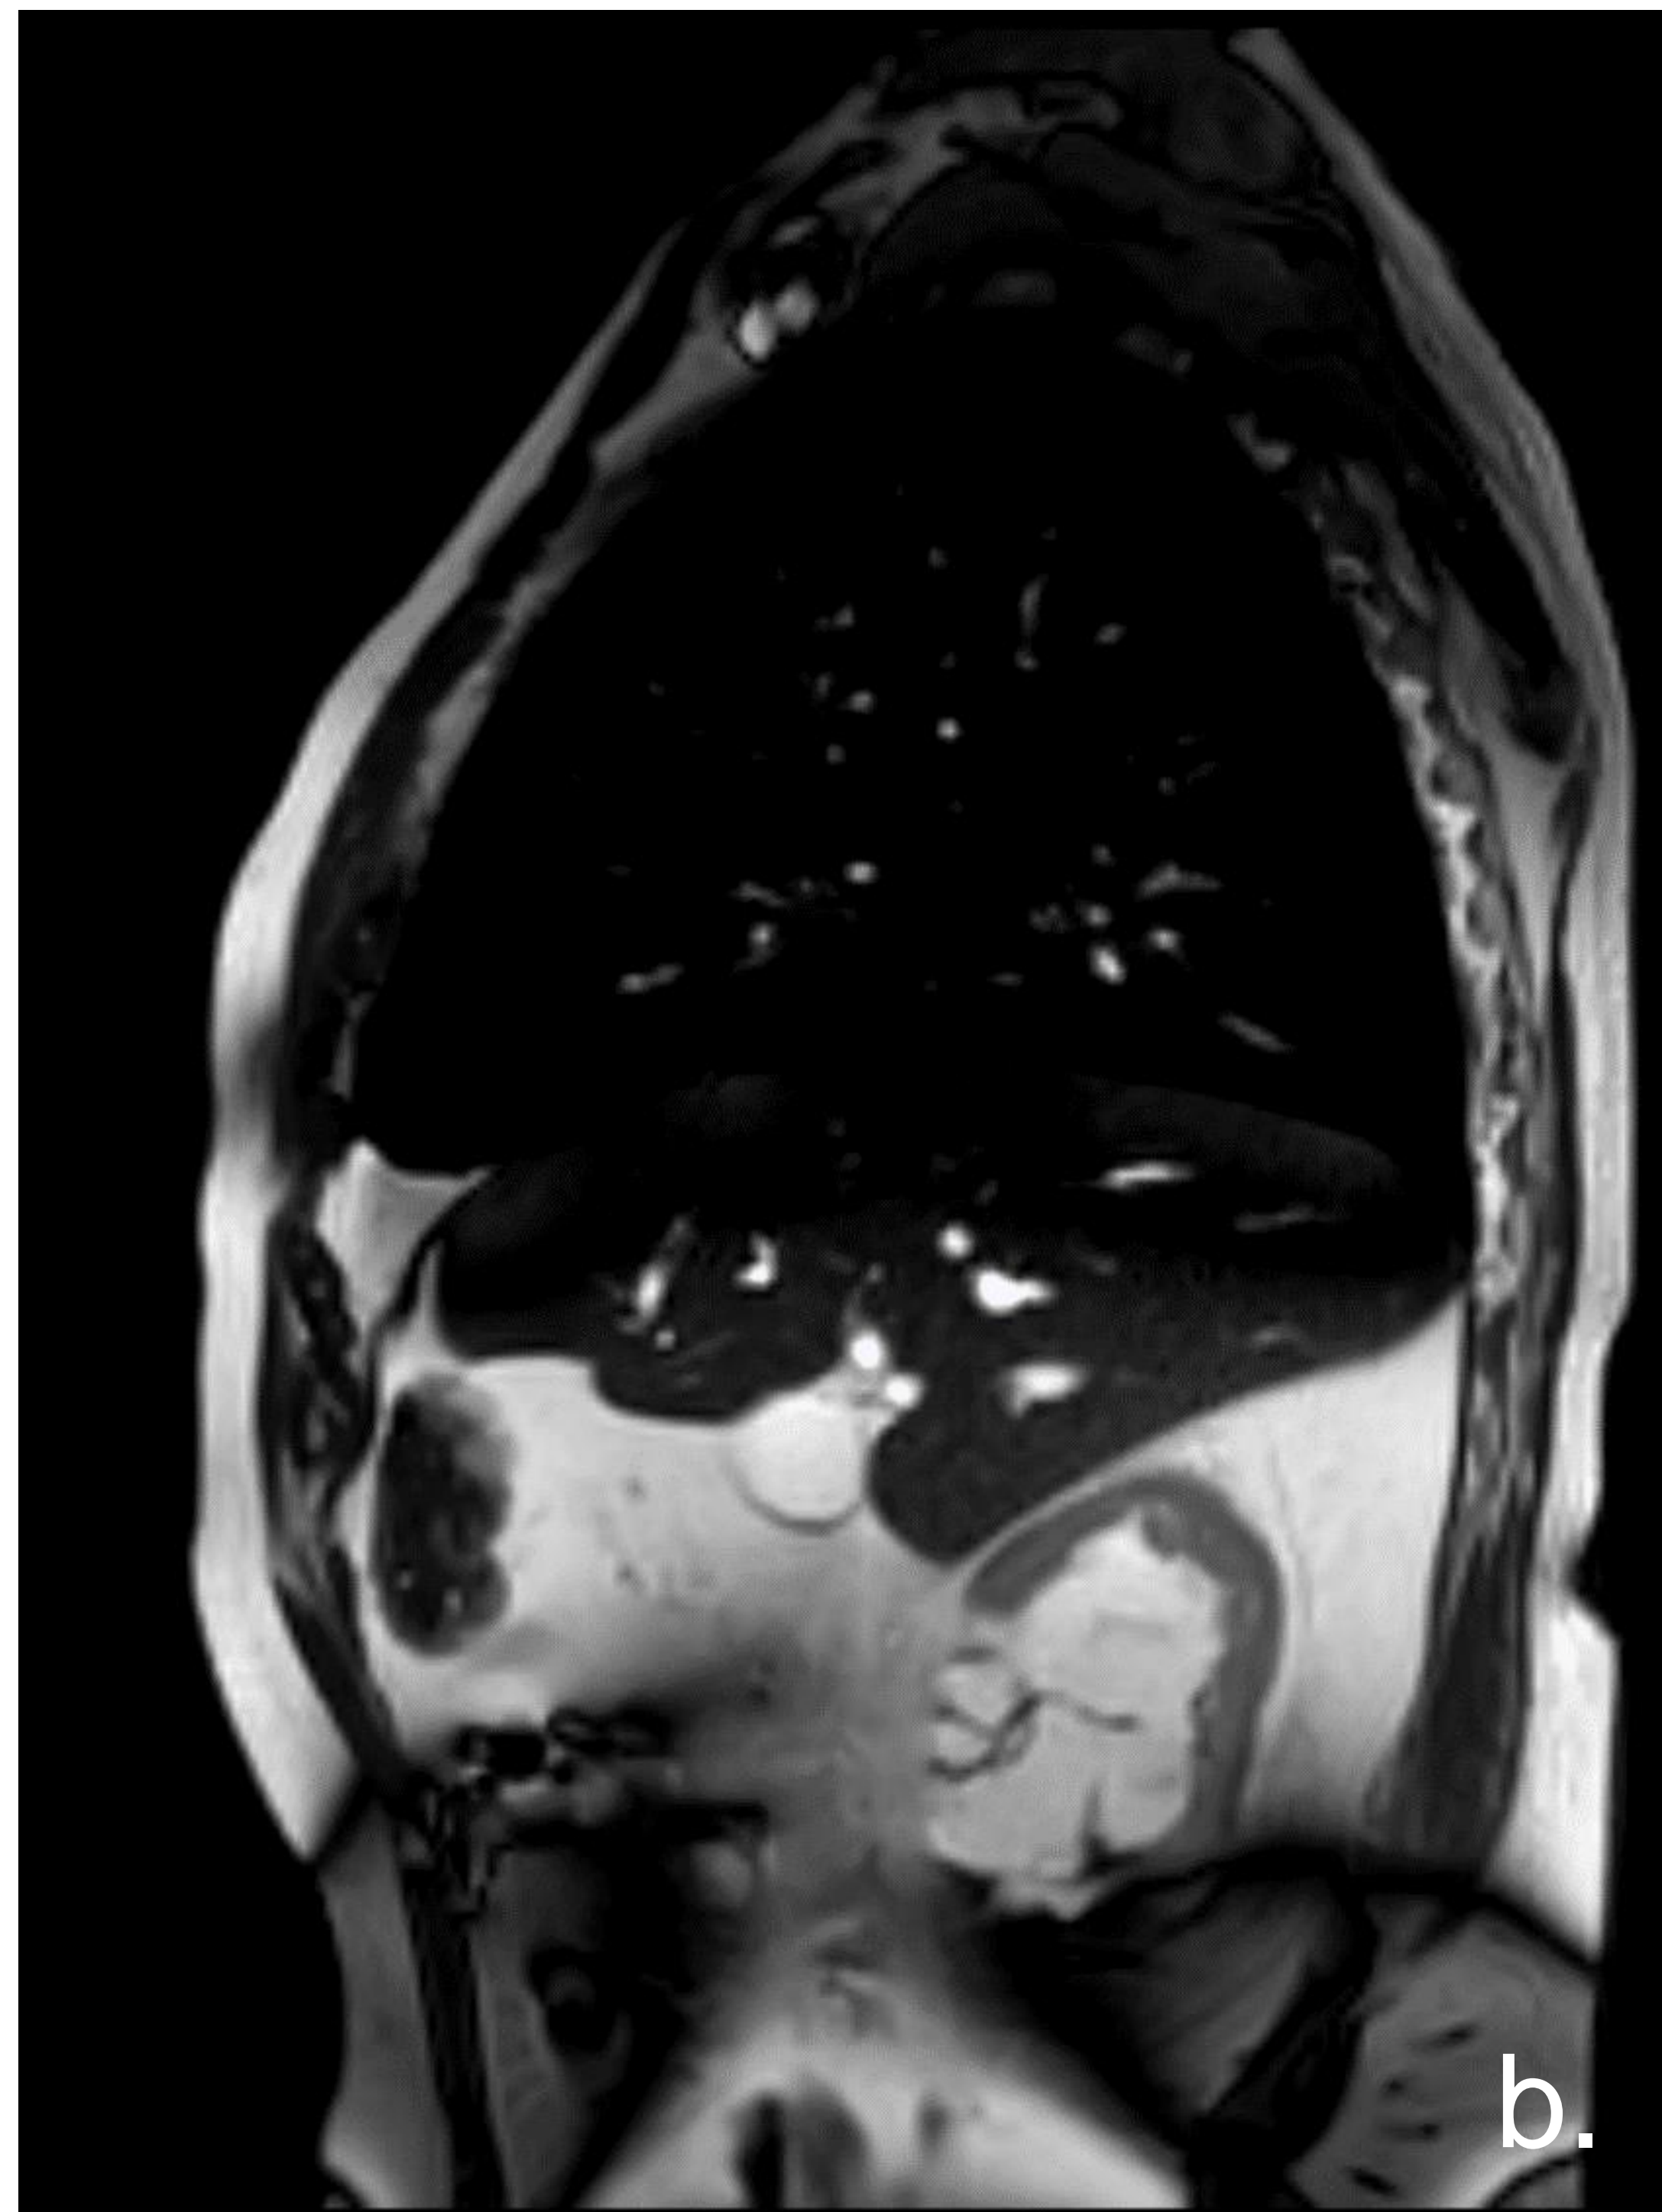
Imágenes coronal y sagital de sangre blanca ( a,b ) que demuestran una entidad quística en ambas pelvis renales ( flechas ). Ecografía abdominal (c) reveló que las áreas hipoecoicas en el hilio renal en continuidad con un uréter proximal dilatado y hay embotamiento de los caliciales ( flechas blancas sólidas). Estos hallazgos son consistentes con hidronefrosis, (d) Aumento de glándula prostática.
